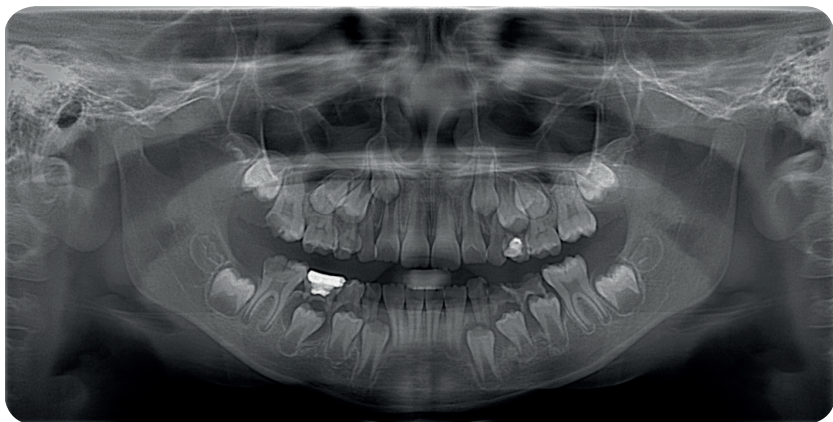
Ортопантомограмма ребенка 9-ти лет
